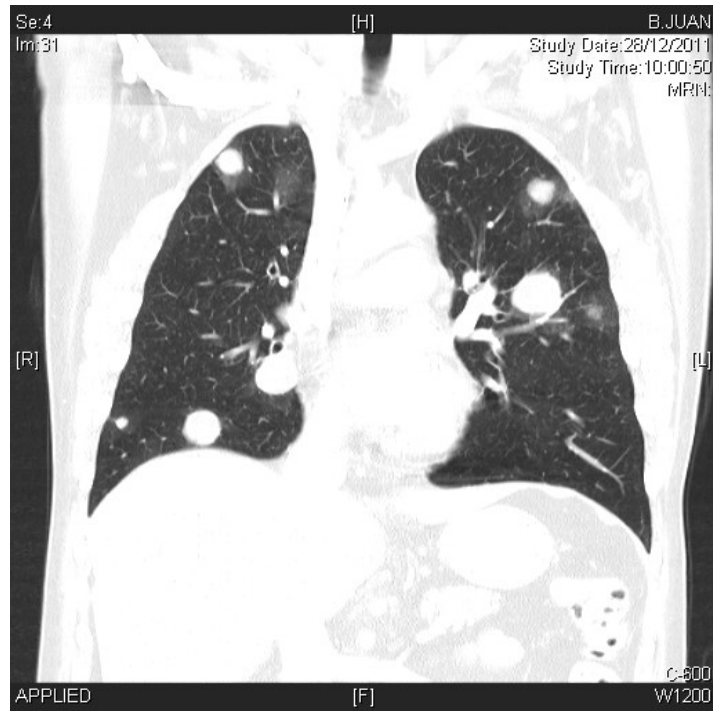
Tomografía computarizada torácica: nódulos pulmonares de gran tamaño en ambos campos pulmonares, sugestivos de metástasis.
